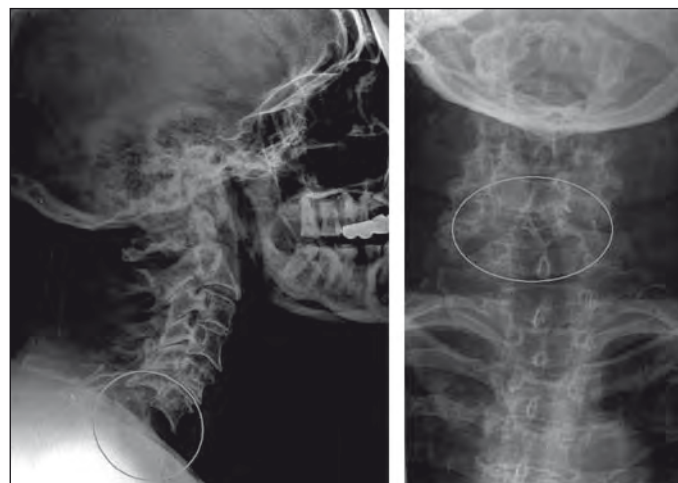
Pacient que ingressa després d'un atropellament amb Glasgow 13 hematoma subdural i fractures de branques iliopubianes esquerres. Als 5 dies del ingrés es detecta tetraparesia de predomini esquerre Frankel i les radiografies mostren luxació bilateral C6C7.
